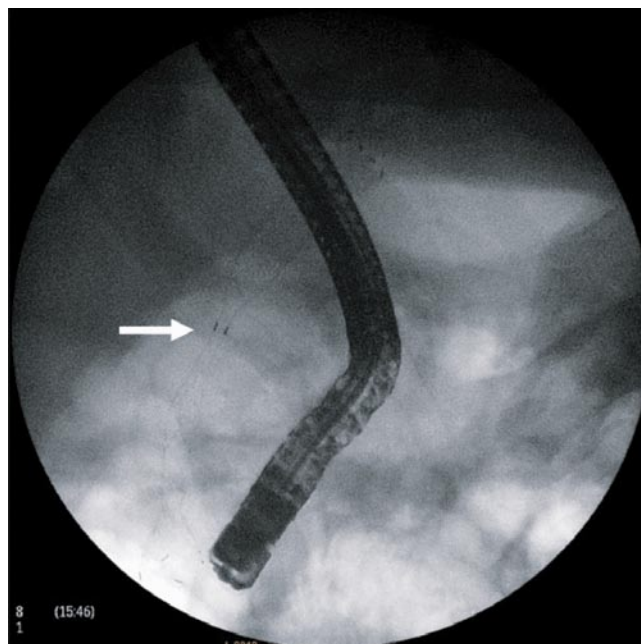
Рентгенограмма после установки стента (стрелки указывают на «талию» стента в области опухолевой стриктуры протяженность до 40 мм)
